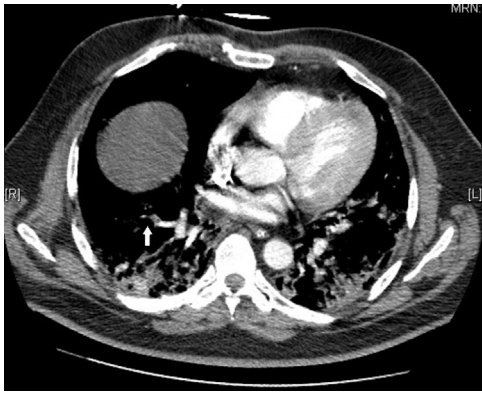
TAC torácica. Imagen compatible con TEP periférico en LID.
